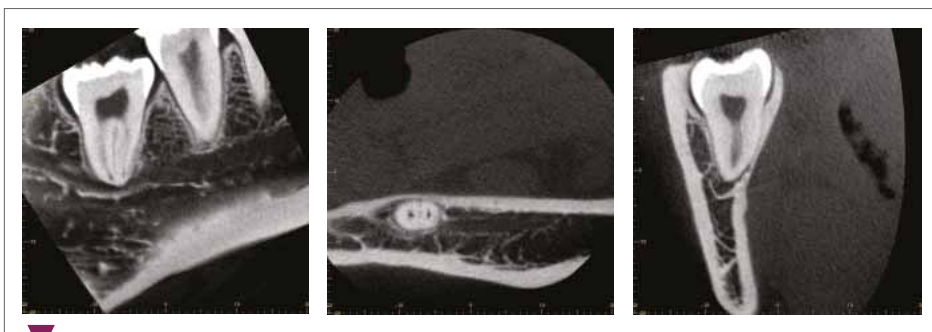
示CBCT三维影像评估右下颌第三磨牙的位置及其于下颌神经管的位置关系。
